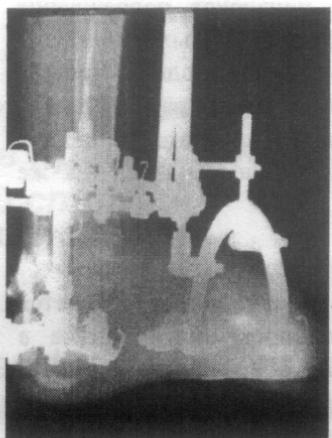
Контрастная рентгенограмма ахиллова сухожилия через месяц после операции
